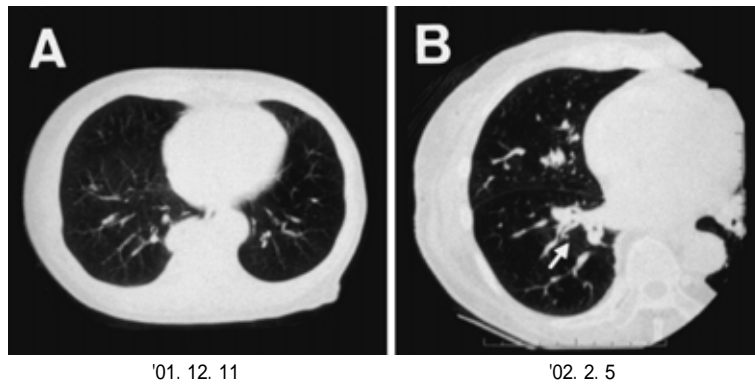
(A) Chest CT (December 11, 2001) showing a peripheral nodular lesion in the right lower lobe (S¹⁰)
